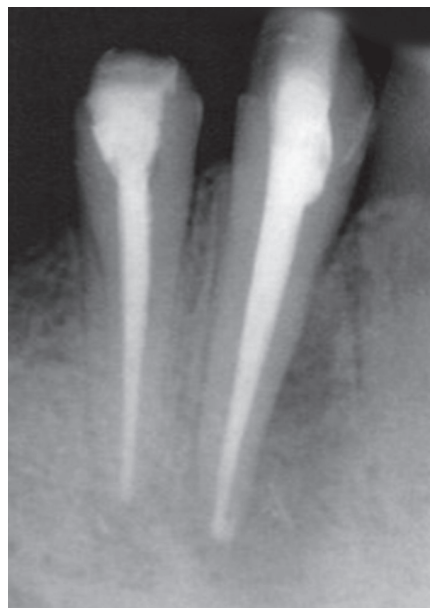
Рентгенограмма от 12.03.2010 после пломбирования каналов 4.3 и 4.4
